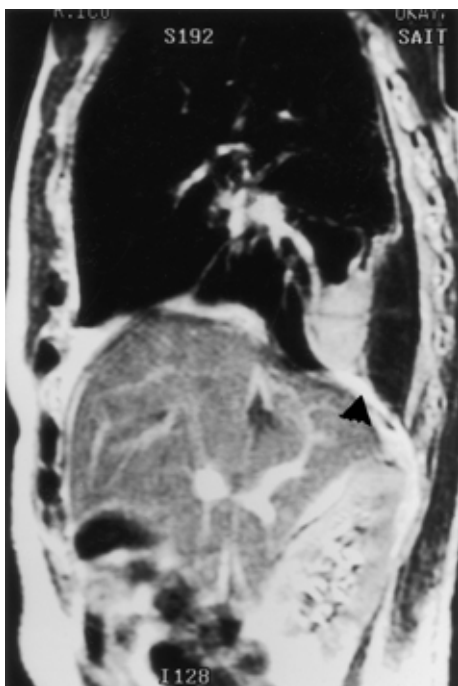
Chest MRI (T1) revealing the comet tail sign and pleural effusion.
